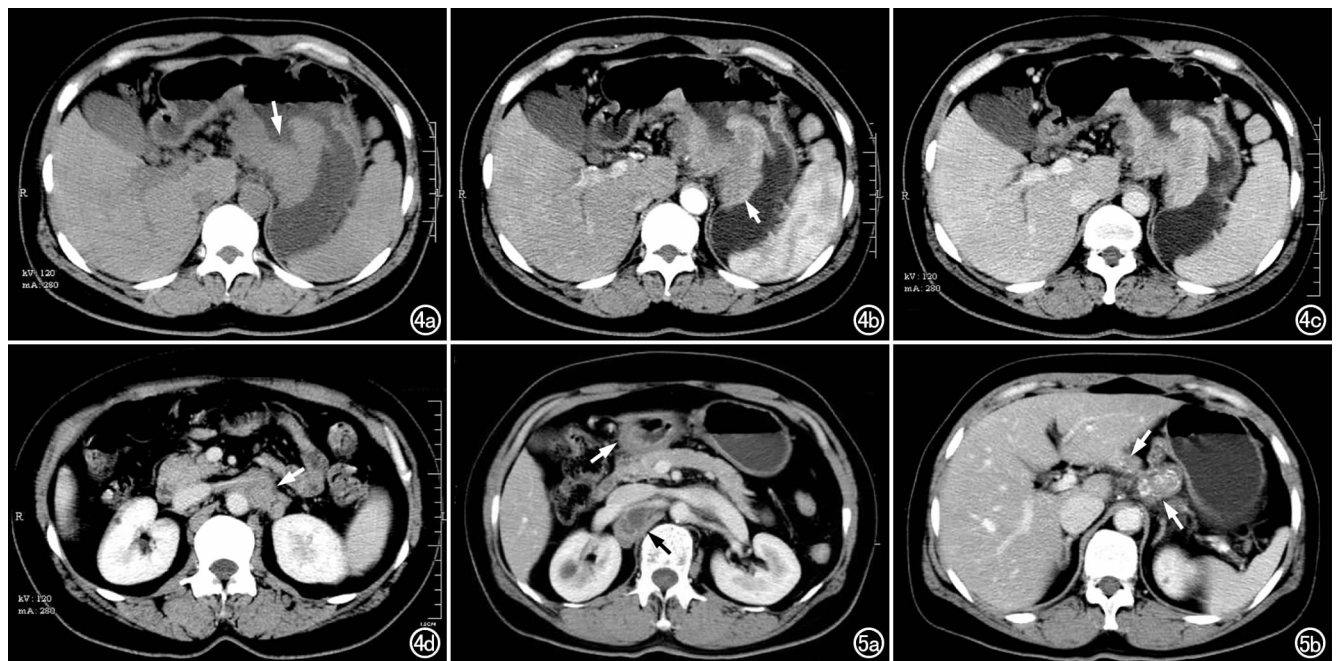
胃体部低分化腺癌累及胃窦。a) CT 平扫示胃体明显增厚,有深大溃疡形成(箭);b) 增强扫描动脉期示病变呈不均匀明显强化;c) 静脉期示病变强化较动脉期更明显,浆膜面模糊并见结节状突起(箭),胃腔狭窄;d) 静脉期示左肾门下方淋巴结肿大、融合(箭),左肾静脉受累。图 5 胃窦部黏液腺癌。a) 静脉期扫描示胃窦部黏膜增厚(白箭),轻度强化,右侧肾门旁淋巴结肿大(黑箭);b) CT 示肝胃韧带区多发淋巴结肿大并钙化(箭)。
